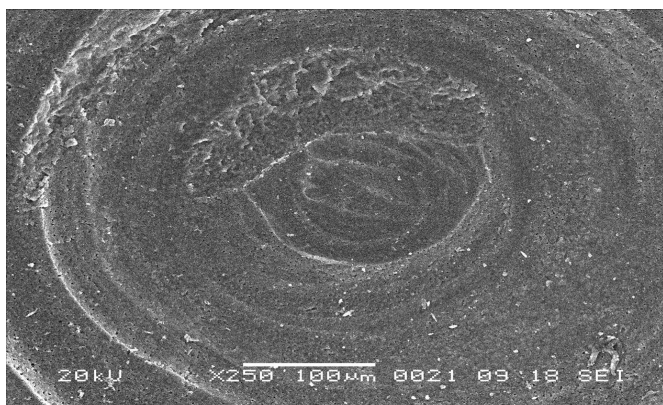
Электронная микроскопия адгезионной поверхности эмали после ее финирирования TE-96C RM Alegria с трехточечным спреем [CamScan S4, x250].
